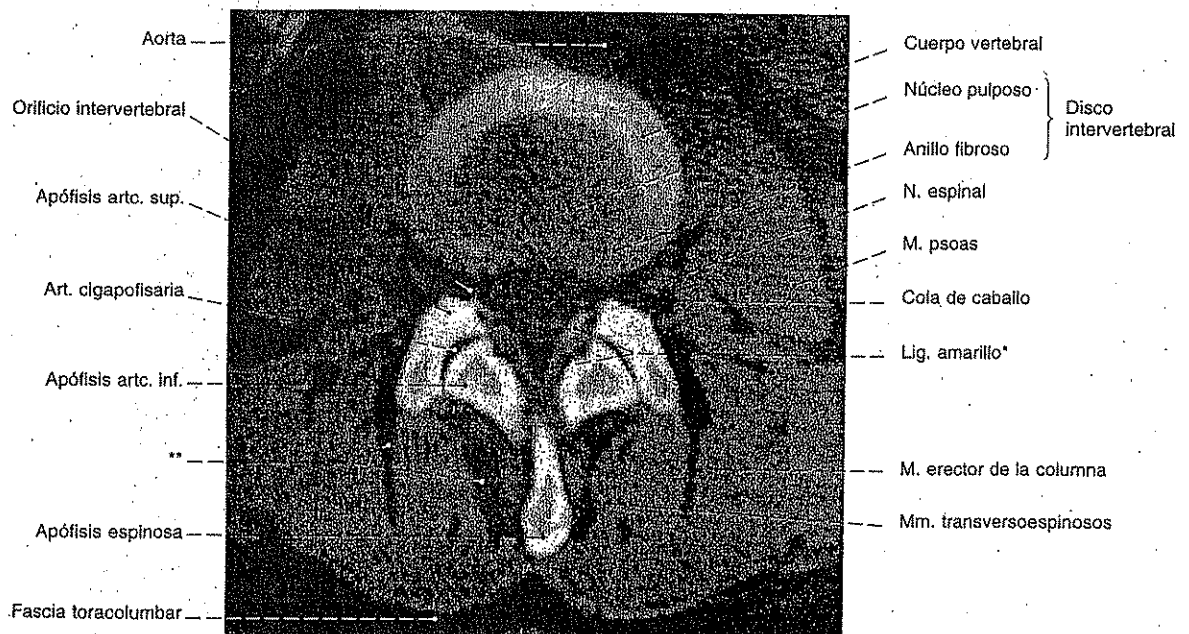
Visión caudal de los músculos del dorso en un corte de tomografía computarizada (TC), a nivel del disco intervertebral entre la 3ª y 4ª vértebras lumbares.
